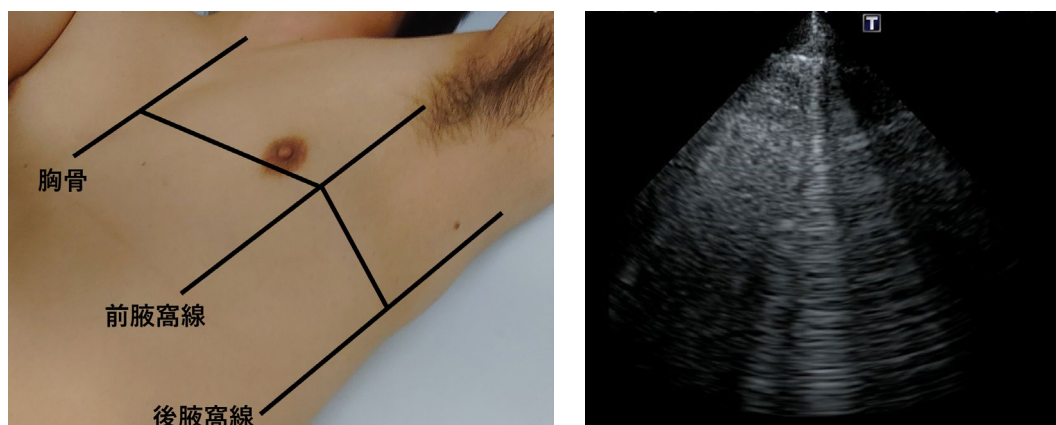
画像を取得する区域の分割法と肺エコーの陽性例
